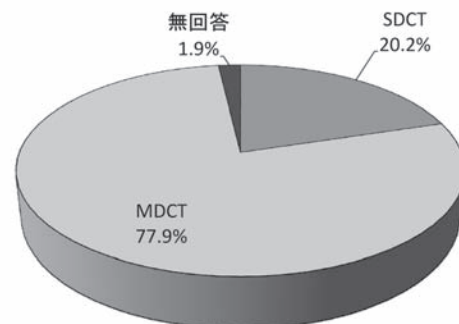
CT 装置性能別割合（SDCT vs MDCT）
